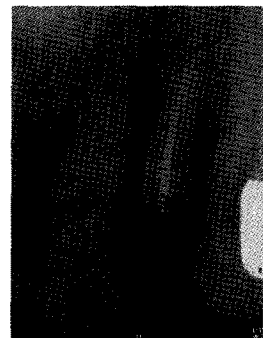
Periapical view before operation.
